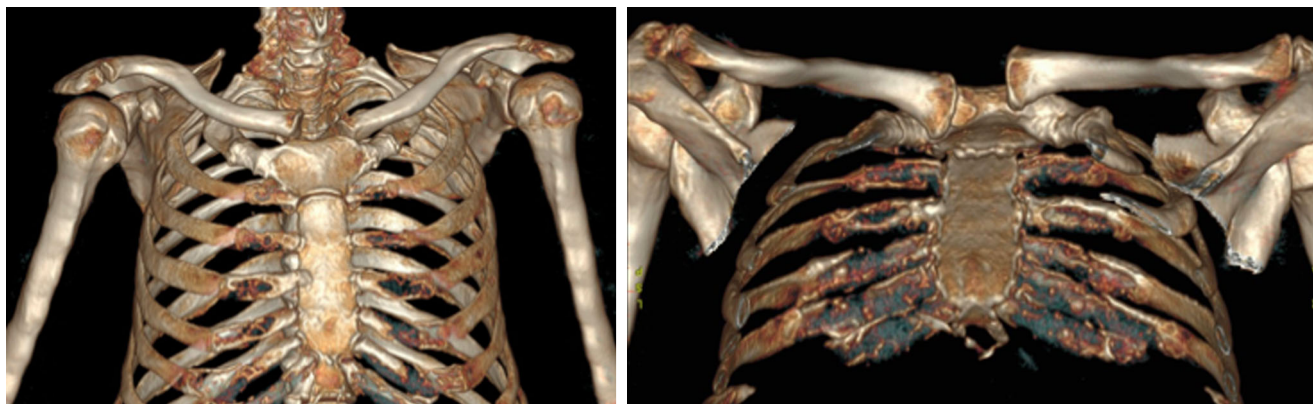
Immagine TC di lussazione sterno-claveare anteriore destra
